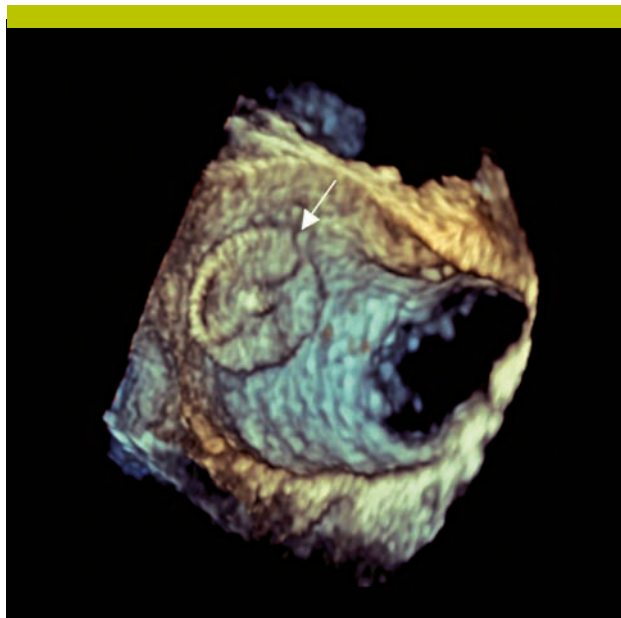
Image par échocardiographie transœsophagienne 3D
